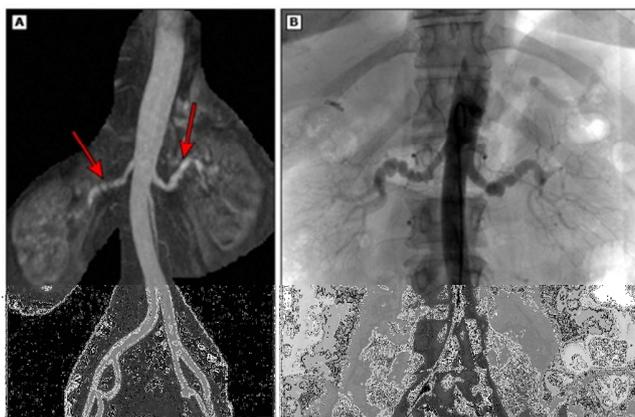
MRI (A) aortograma abdominal (B) imagen de aorta abdominal y arterias renales en proyección AP. Se puede apreciar imagen de rosario, señalado por flechas rojas, consistente con diagnóstico de displasia fibromuscular (Slovut).
